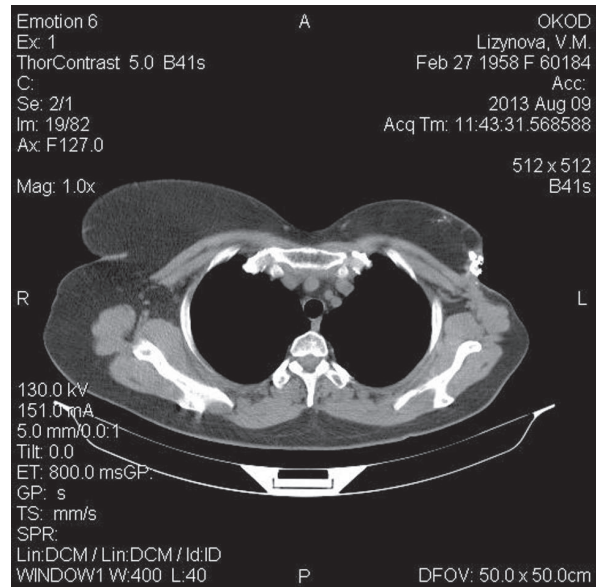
КТ з ділянкою пізньої променевої виразки
